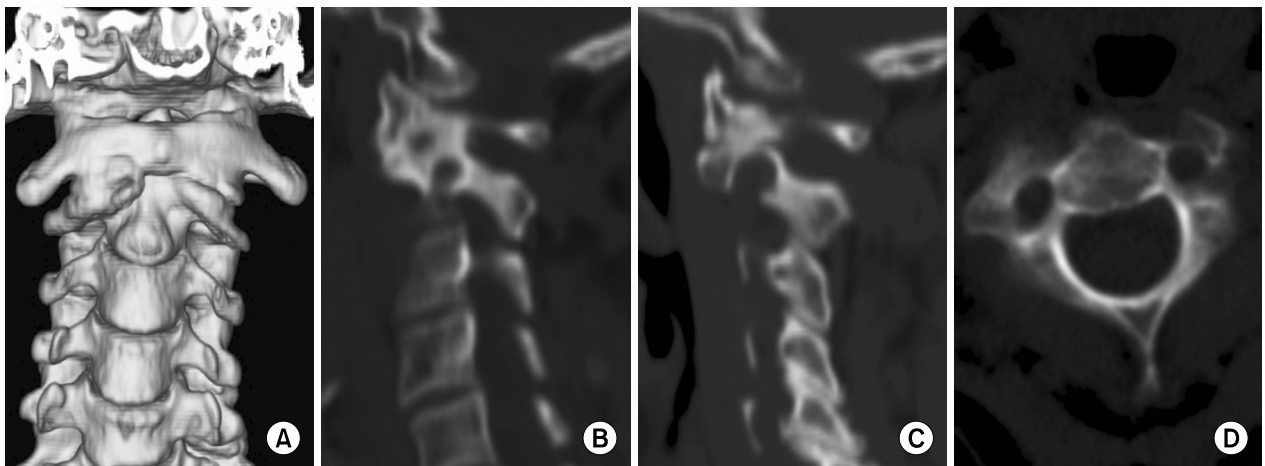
(A) Three-dimensional CT scan image shows rotary subluxation and severe osteophyte formation at the Rt C1-2 facet joint. (B, C) Sagittal reconstruction images show anomalous high-riding vertebral arteries on both sides. (D) An axial image shows small pedicles on both sides.
